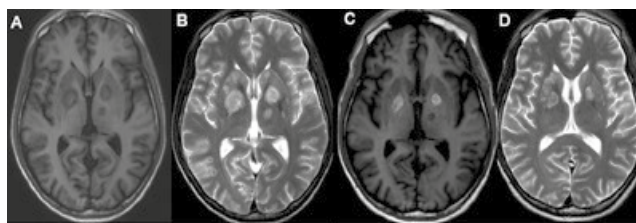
Imagens selecionadas dos exames de ressonância magnética (RM) do encéfalo:
